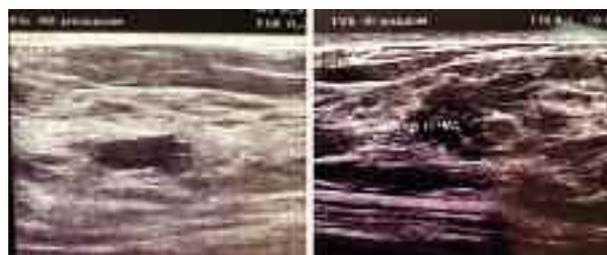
УЗИ левой молочной железы.
